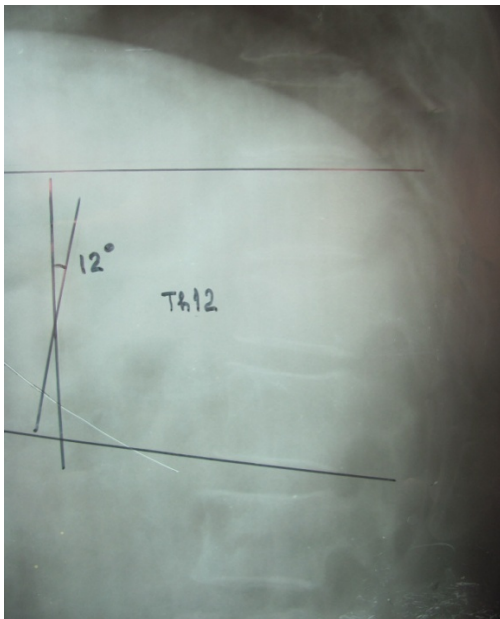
Визначення кута деформації на боковій рентгенограмі.
